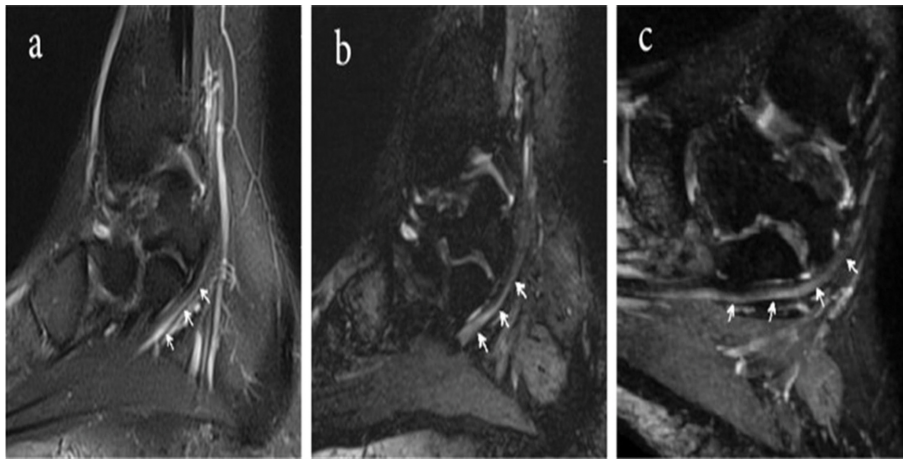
Comparison of a routine fat-suppressed T2-weighted image and 3D diffusion-weighted PSIF (echo-refocused steady-state GRE) MR neurography in the distal lower extremity. (a) The sagittal fat-suppressed T2-weighted image shows poor identification of the medial plantar nerve (arrows) because of adjacent T2-hyperintense vessels (conspicuity score, 1). (b) The 3D DW-PSIF image demonstrates definite identification of the medial plantar nerve (arrows) with improved conspicuity (score, 2). (c) The isotropic reconstructed oblique sagittal image allows clear depiction of the medial plantar nerve (arrows). Overall, 3D DW-PSIF improves nerve conspicuity by suppressing adjacent vascular signal and enables isotropic multiplanar reformation [40].
